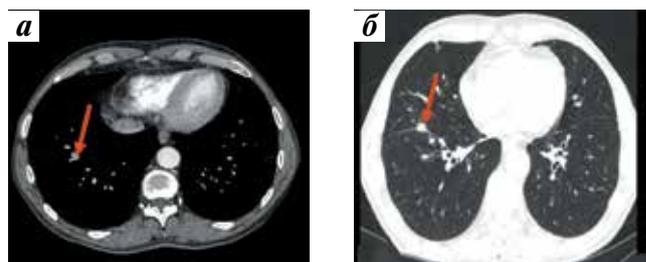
Компьютерная томография легких: а — до лечения: выявлено метастатическое поражение легких (стрелка); б — после проведения 3 курсов лечения пазопанибом: частичный ответ — уменьшение размера наибольшего метастатического очага (стрелка)
